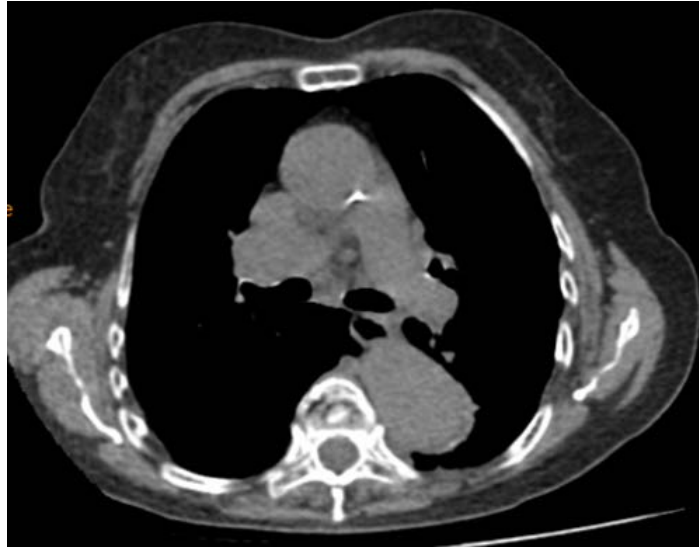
TAC de tórax contrastada con efecto de masa en mediastino superior y medio, diámetro de 4.9 x 7.4 centímetros, envuelve estructuras broncovasculares mayores, comprimiendo la vena cava superior.
